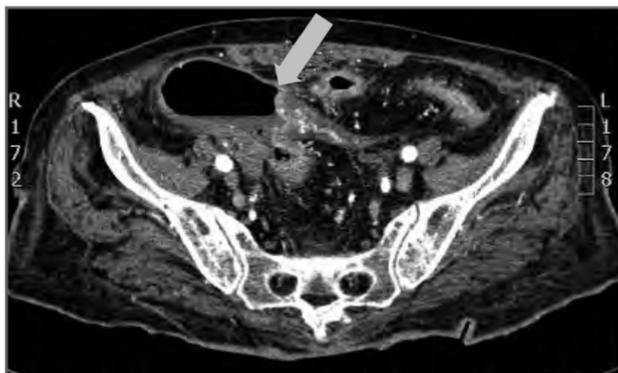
Angio-TC de reavaliação com evidência de lesão à direita com nível hidroaéreo.
